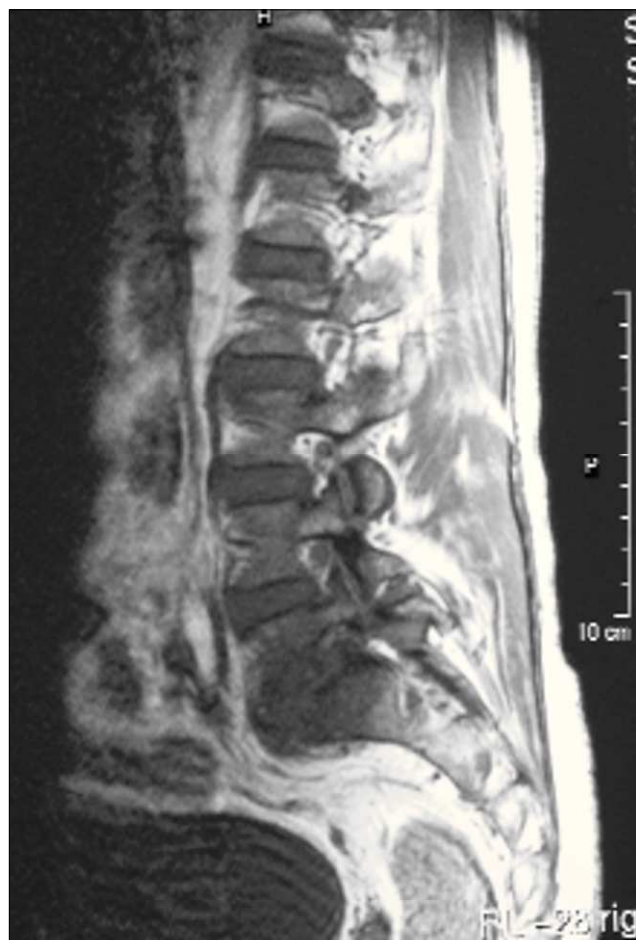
RM de columna lumbar. Existen cambios en la intensidad de la señal sobre L5-S1 y en los platillos vertebrales compatibles con espondilodiscitis.
